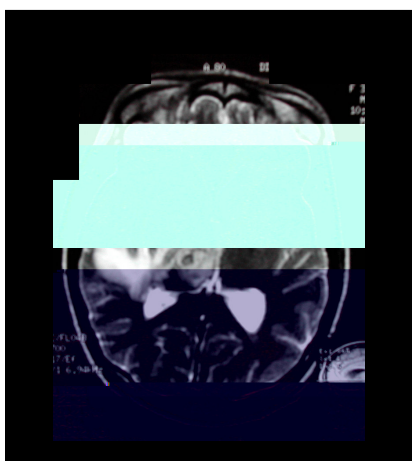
RM de crânio de paciente com AIDS e neurotoxoplasmose
